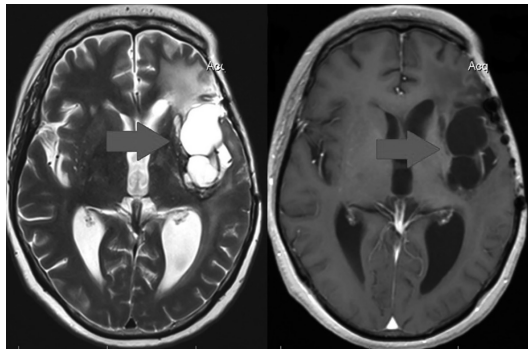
МРТ вышеописанной пациентки 54 лет с последствиями субтотального удаления астроцитомы левой лобной доли
